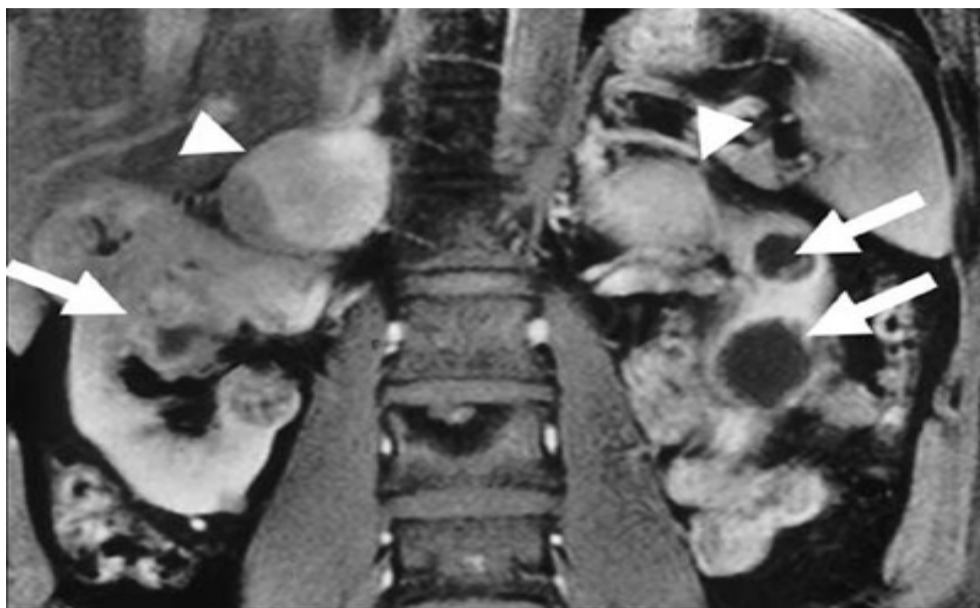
Сагиттальный снимок МРТ брюшной полости. Стрелками показаны двухсторонние феохромоцитомы надпочечников, в сочетании с карциномами.
